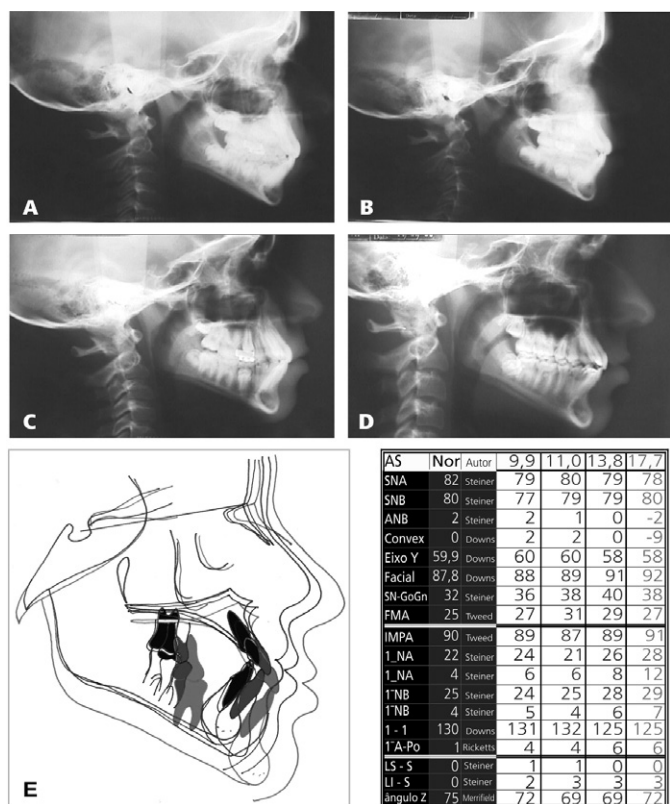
Telerradiografias: A) inicial; B) após a disjunção palatal; C) evolução da dentição e da oclusão; D) final do tratamento ortodôntico; E) superposição na linha S-N, com registro em S revelando o crescimento ântero-posterior maior que o vertical. Tabela de valores cefalométricos com ênfase no ângulo ANB que diminuiu gradativamente de 2° (9,9 anos) a - 2° (17,7 anos de idade).
